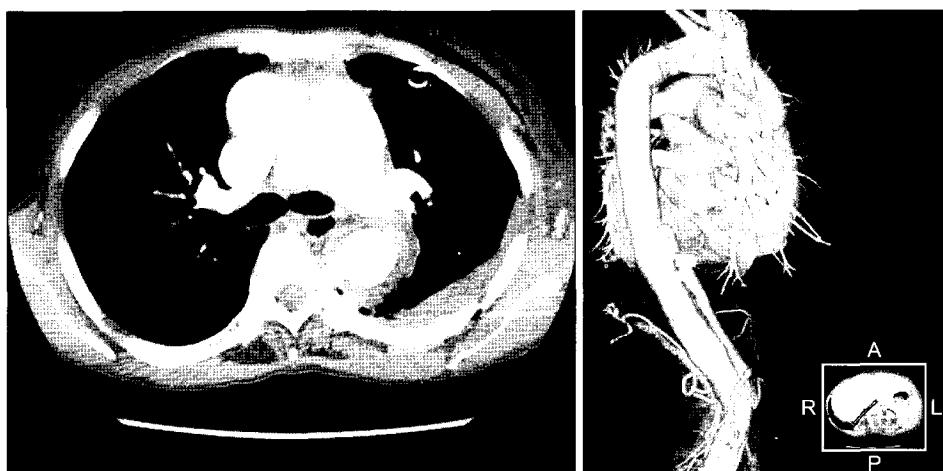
Postoperative CT scan and 3D reconstruction. Hematoma surround the false lumen and left lung was lost.
